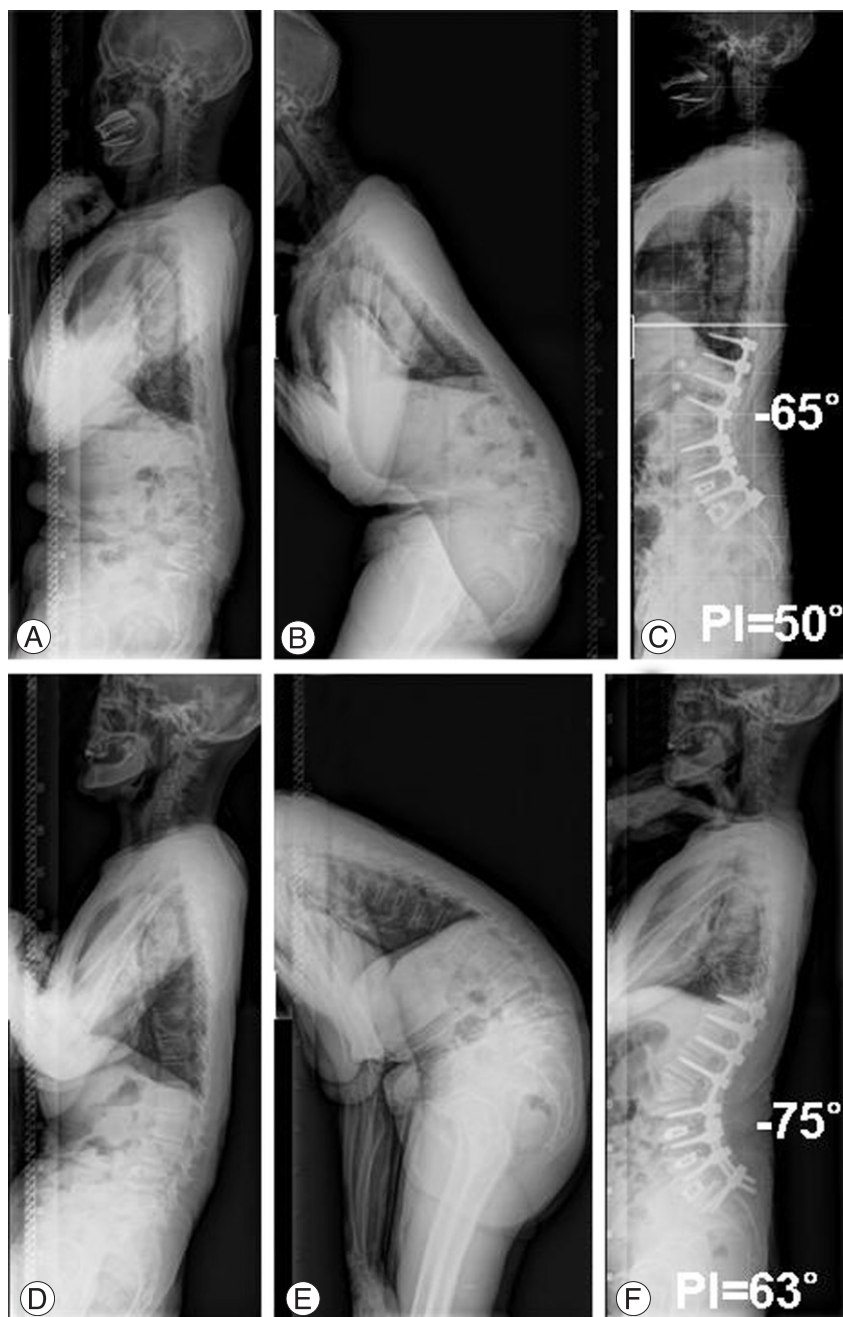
Preoperative lateral (A, D) radiographs of patients with lumbar degenerative kyphosis. Note the severe sagittal imbalance on the lateral radiograph after a few minutes walking (B, E). Ideal lumbar lordosis -65° and -72° as the Legaye formula²¹⁾ with 50° and 63° of pelvic incidence. Postoperative lateral radiographs following a pedicle subtraction osteotomy at the L2 (C, F). Note the improved lumbar lordosis -65° , -75° and sagittal balance (a change in the deviation of the sagittal vertical axis to negative value) compared with those seen on the preoperative radiographs.
